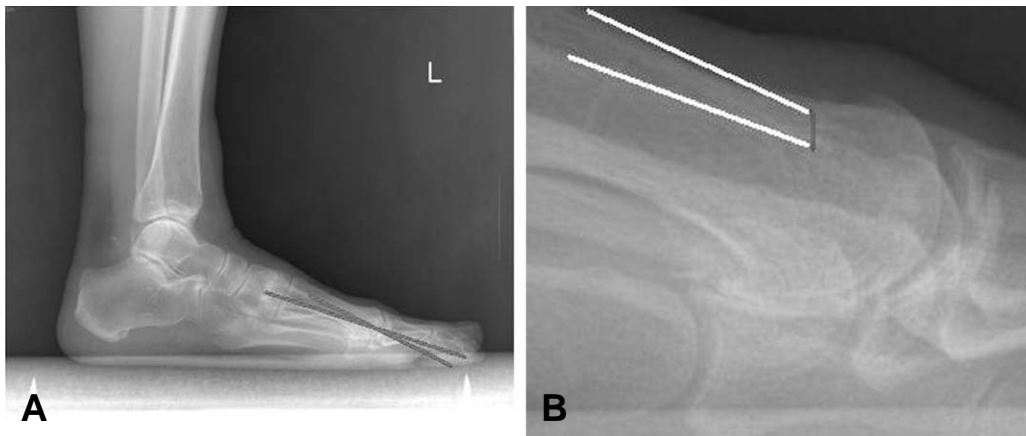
(A) Standing lateral radiograph of the left foot represents measurement of difference of declination angle of the 1st-2nd metatarsal. (B) Standing lateral radiograph of the left foot represents measurement of distance between the 1st-2nd metatarsal head.
